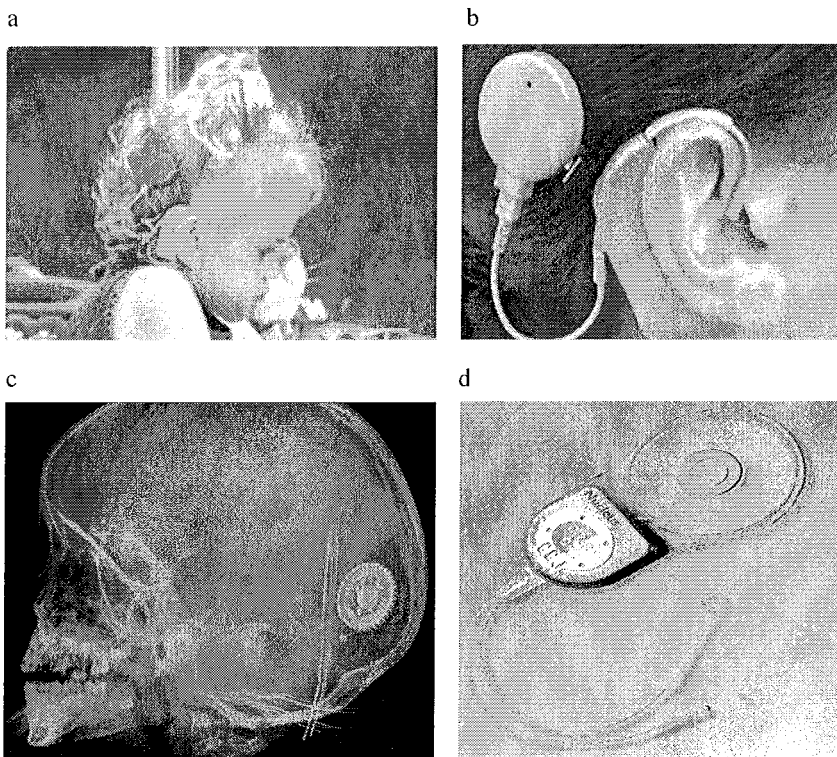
Implants cochléaires (Neurelec® en a et b, Nucleus® en d). Radiographie standard du crâne de profil (c).
